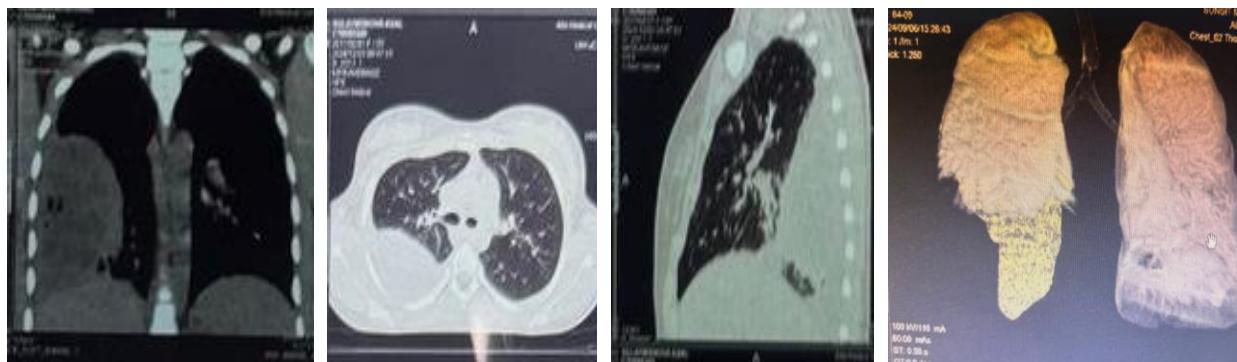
Пациент М. 4 года. и/б 2485/694. МСКТ. Осумкованные гнойные сращения в плевральной полости.
